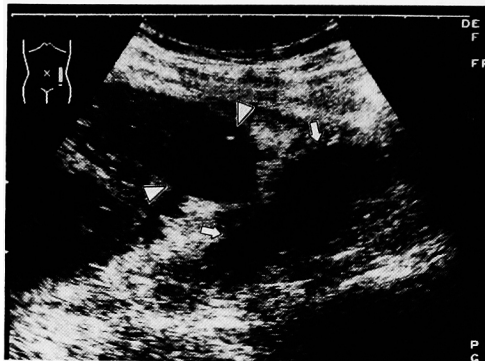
Left psoas muscle swelling (\uparrow) and a cyst with irregular contour in the lower pole of the left kidney (Δ) are shown on the ultrasonogram.
